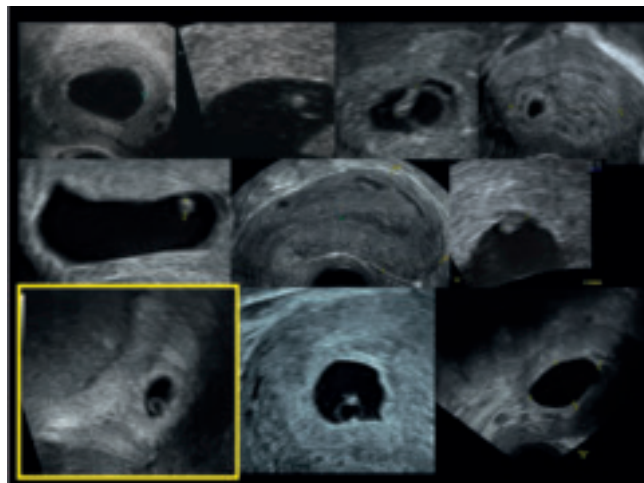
Zusammenstellung von vers. frühen sonographischen Befunden. Nur die gelb markierte entspricht einer normalen Schwangerschaft
